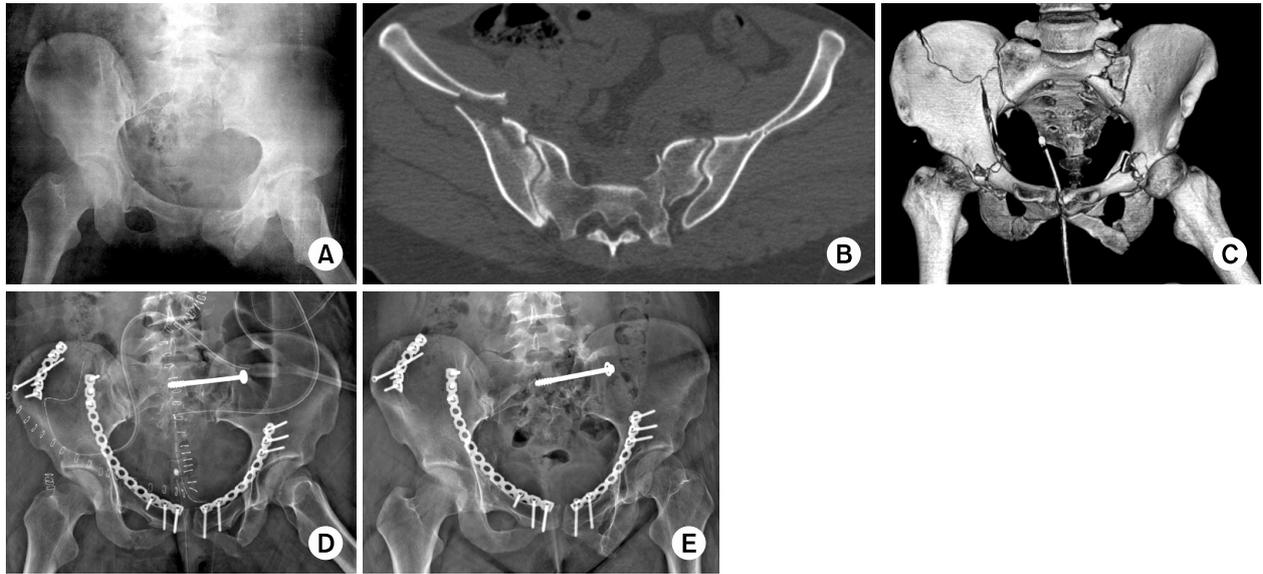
A 24-year-old female. Initial pelvis antero-posterior (AP) radiograph (A) and 3 dimensional computed tomography (B, C) demonstrate Denis zone 2 sacral fracture with pelvic ring injury and spinal fracture. Postoperative pelvis AP radiograph (D) demonstrates posterior stabilization of percutaneous fixation with iliosacral screw and anterior stabilization by reconstruction plating. The follow-up radiograph (E) was obtained 20 weeks after operation demonstrates bony union and excellent clinical results.
